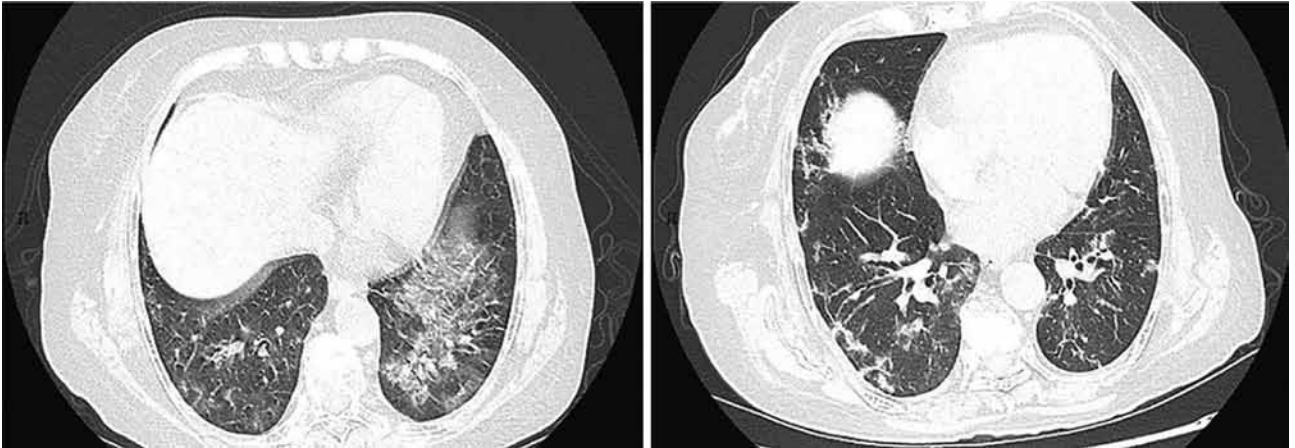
HRCT obrazy skorého štádia. Zdroj: Jin, Y et al, Military Med Res 2020
